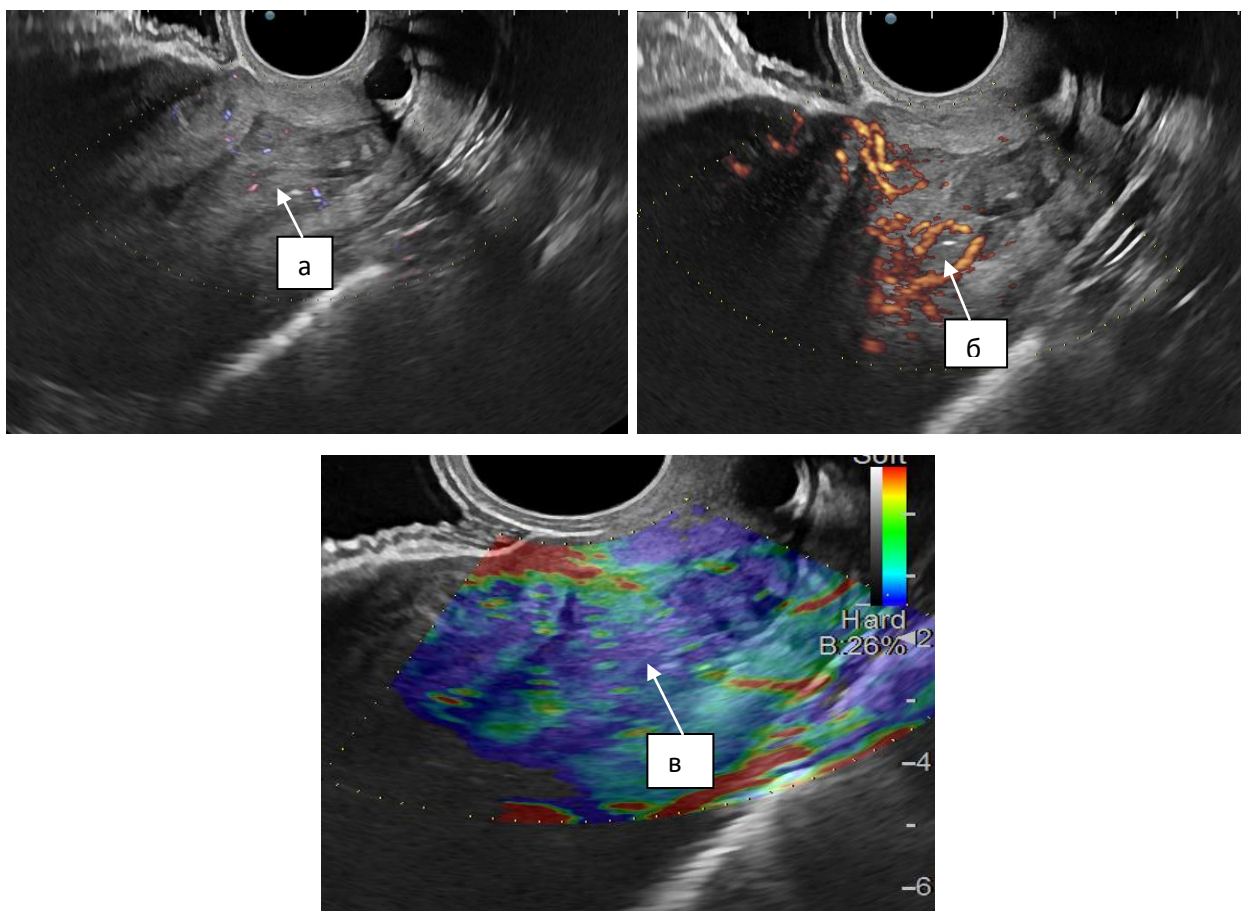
Ультразвуковая томограмма пациентки с диагнозом рак тела матки (продолженный рост): а) солидные структуры в полости матки; б) усиленная васкуляризация в солидных структурах; в) V эластотип.
